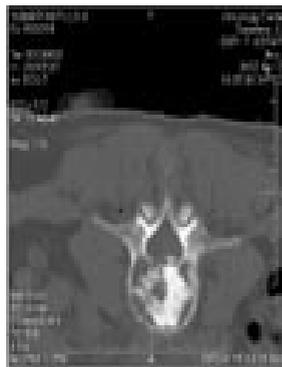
КТ состояние после вертебропластики
